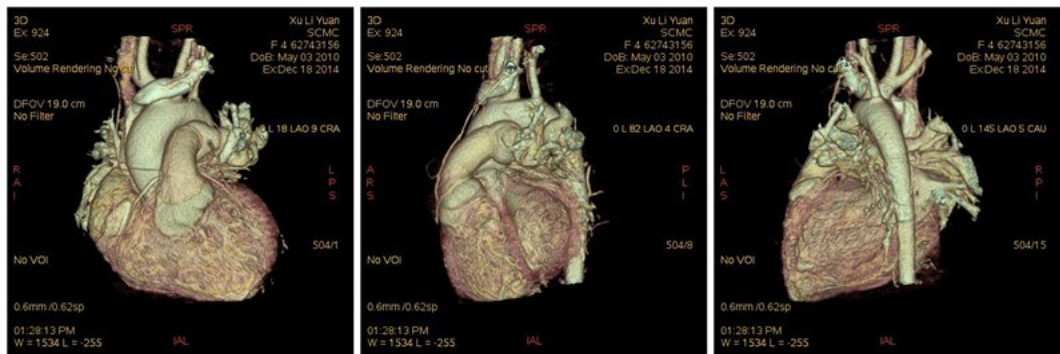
一例患有肺动脉闭锁伴室间隔缺损术后的 CT 重建 3D 图像
